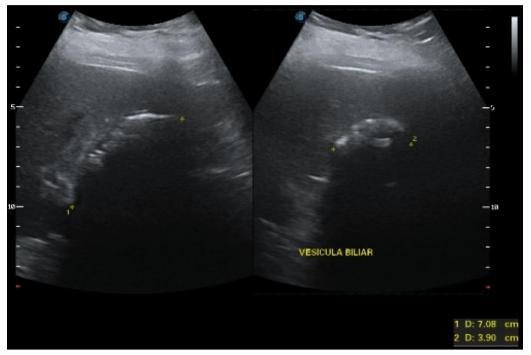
Ultrasonido de vesícula biliar. Diámetro: 1: 7.08 cm x 2: 3.90 cm. refleja sombra acústica posterior en relación a litiasis.
